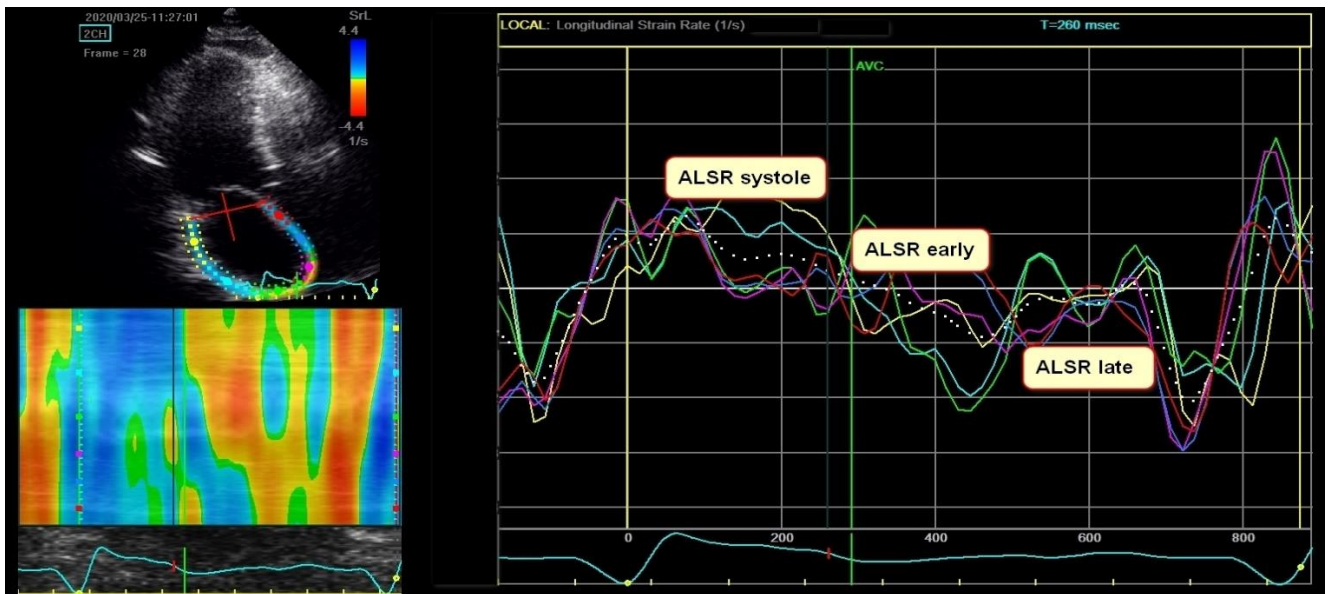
Оценка скорости деформации левого предсердий с помощью технологии спекл-трекинг эхокардиографии в двумерном режиме.
